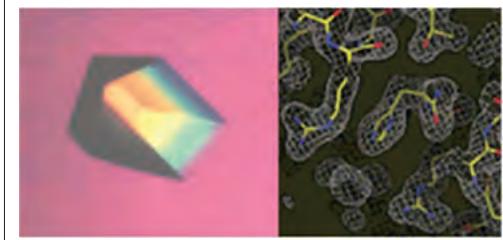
タンパク質の結晶(左)とX線解析から得られた電子密度図(右)
